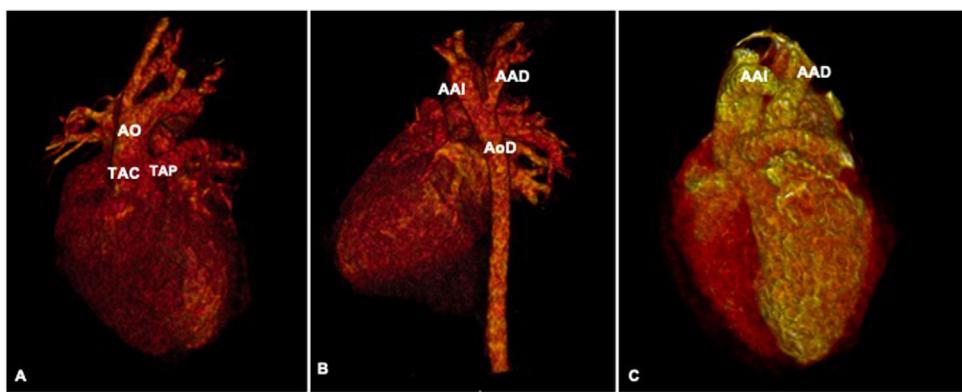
Reconstrucción 3D de angiotomografía: A) hay un tronco común de la aorta ascendente y la arteria pulmonar principal; B) vista posterior del doble arco aórtico con un arco izquierdo dominante y un arco aórtico derecho formando la aorta descendente; C) vista craneal de los arcos aórticos derecho e izquierdo formando un anillo vascular completo. AAD: arco aórtico derecho; AAI: arco aórtico izquierdo; AO: aorta; AoD: aorta descendente; TAC: tronco arterial común; TAP: tronco de la arteria pulmonar.
